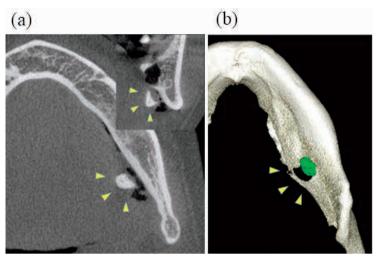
歯根迷入直後の CBCT. (a) 水平断および前額断. 下顎骨内側に近接 した位置に迷入歯根を認める (矢頭). (b) 3D surface rendering. 舌 側皮質骨の穿孔を認め, 迷入歯根は抜歯窩近傍の顎舌骨筋線より上部 に確認できる (矢頭).
